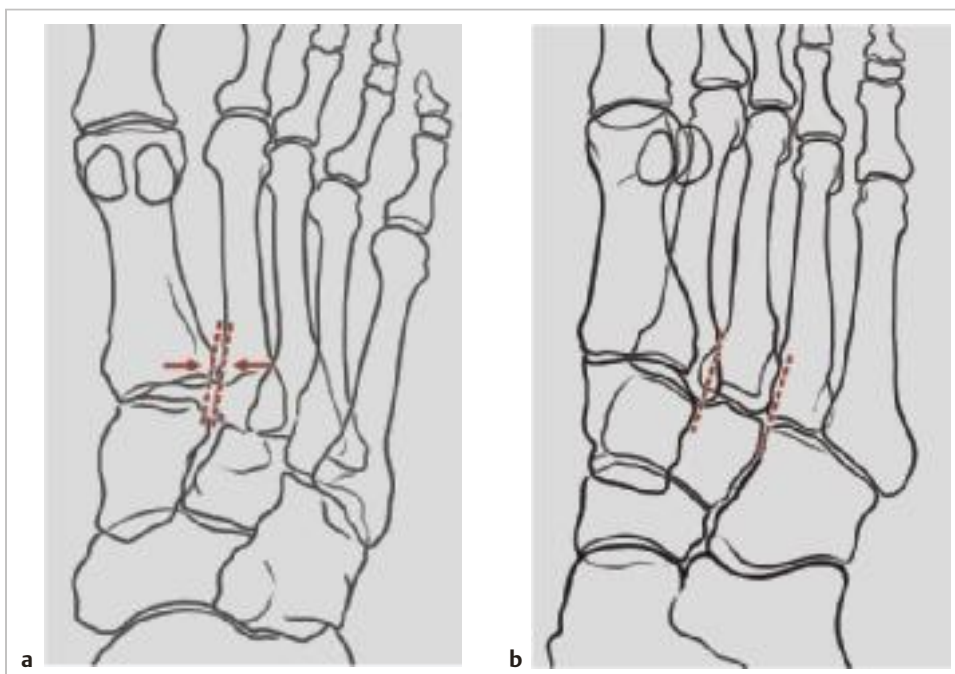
Normalbefund des Lisfranc-Ligaments. Befund im Röntgenbild.
